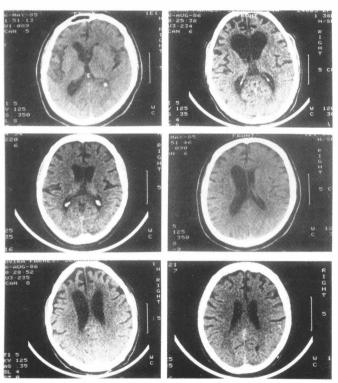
Tomografía computarizada (T.C.) de los pacientes 1, 2 y 3 respectivamente. Nótese la marcada asimetría del cuerpo de los ventrículos laterales en el paciente 1 y la importante atrofia bifrontal del paciente 2 que se refleja en especial por la dilatación de las astas frontales de los ventrículos laterales.
